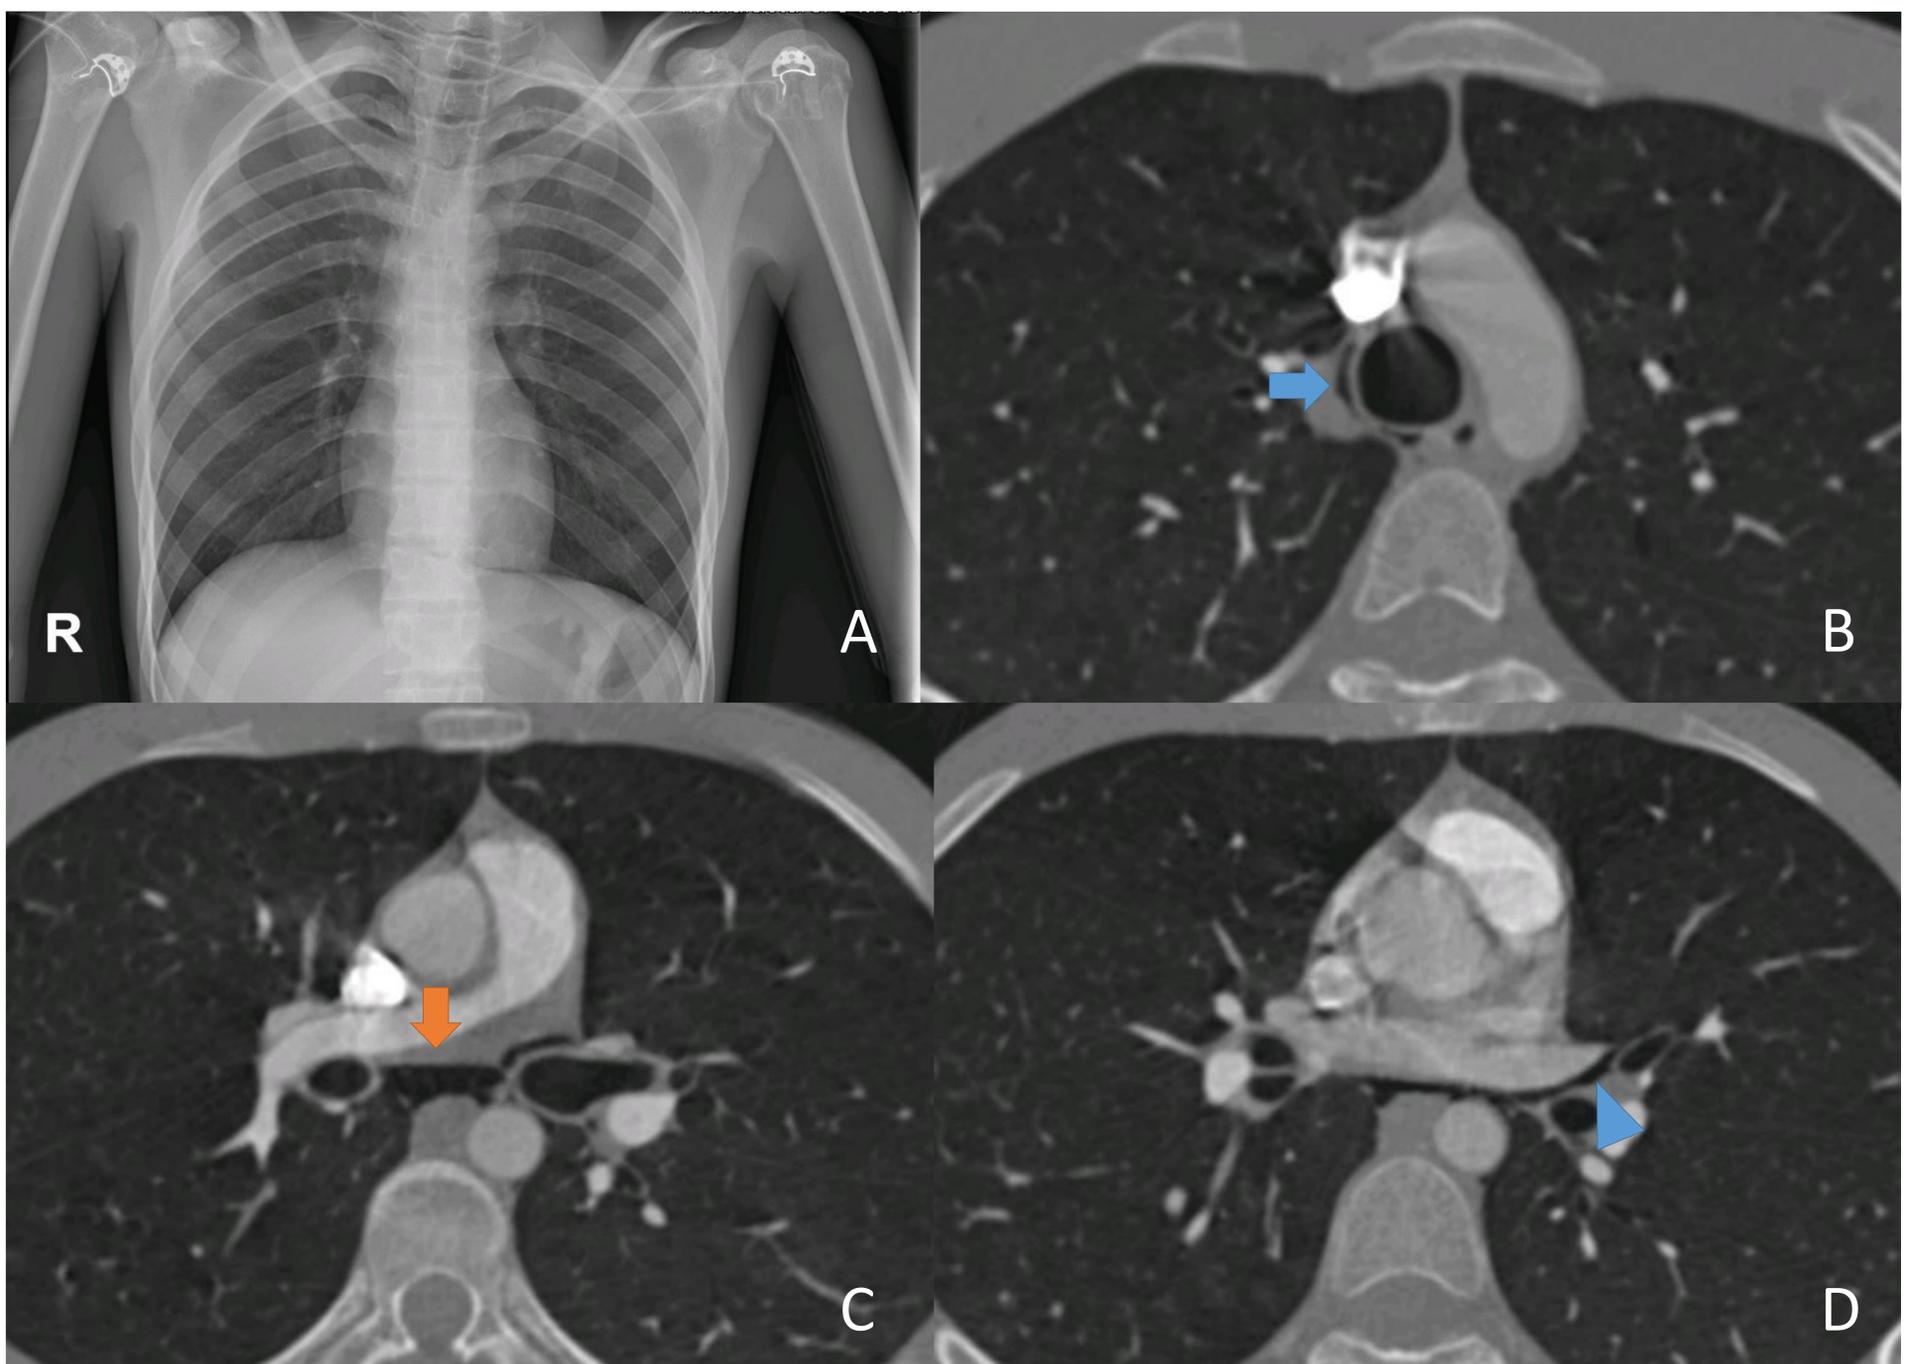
A. Radiografía de tórax portátil en proyección AP en la que no fueron identificados hallazgos significativos. B, C y D cortes axiales de TC del mismo paciente a distintos niveles donde se visualiza pequeña cuantía de gas disecando las estructuras mediastínicas: paratraqueal (flecha azul), subcarinal (flecha naranja) y extendiéndose al intersticio hilar (punta de flecha). El enfisema intersticial pulmonar es un signo específico de neumomediastino espontáneo, y este hallazgo de imagen ayuda a descartar la posibilidad de que sea secundario a perforación esofágica o traqueobronquial [2].
